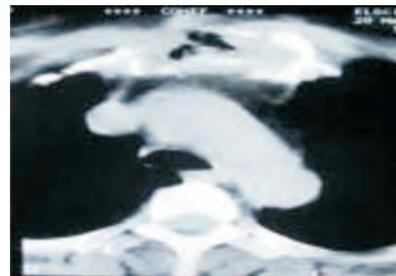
TAC. Tumoración de manubrio esternal con destrucción ósea.
